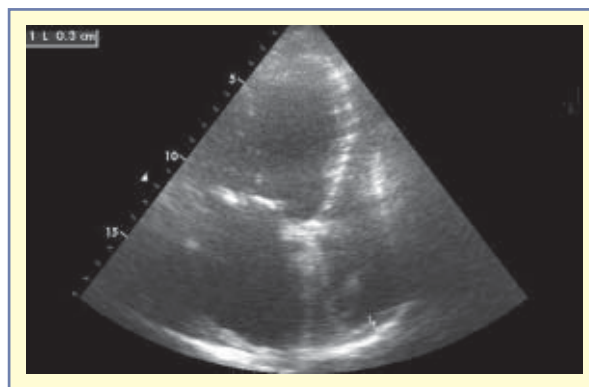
Przekłatkowe badanie echokardiograficzne. Płyn w worku osierdziowym u pacjentki po implantacji układu stymulującego typu DDD z elektrodami wkłętowymi
